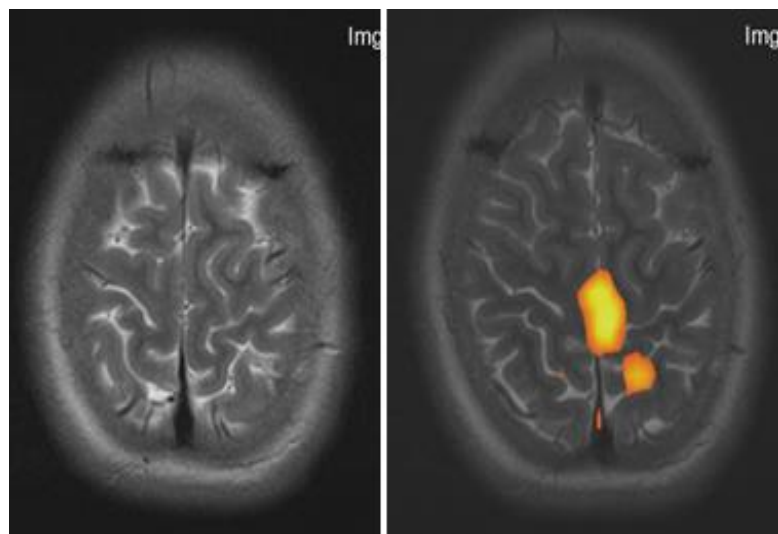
Изменения на Ф-МРТ у четвертого пациента (до курса лечения и по окончании курса лечения)
